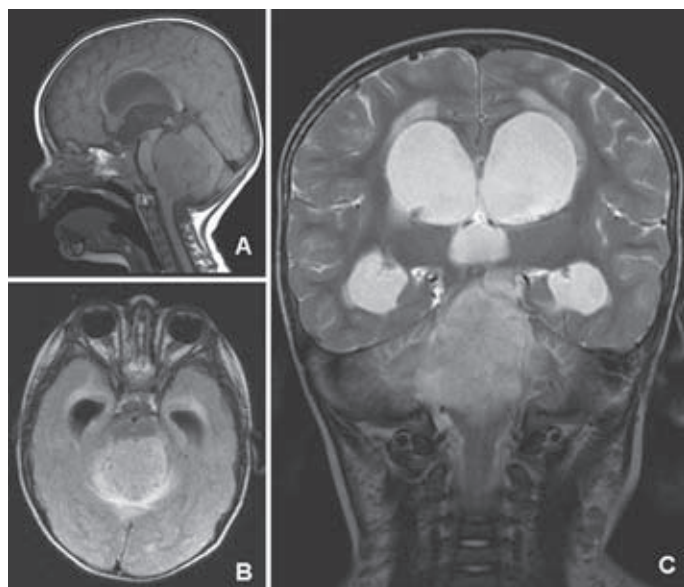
A: corte sagital de RM potenciado en T1, en el que se observa gran tumoración en fosa posterior, hipointensa en relación con parénquima cerebral, que se corresponde con papiloma atípico de plexos coroideos. B: corte axial de RM en secuencia FLAIR, en la que se observa dilatación del sistema ventricular y gran lesión en cuarto ventrículo, con alteración de la señal en parénquima cerebeloso adyacente. C: corte coronal de RM potenciado en T2, en la que se observa lesión hiperintensa en cuarto ventrículo.
